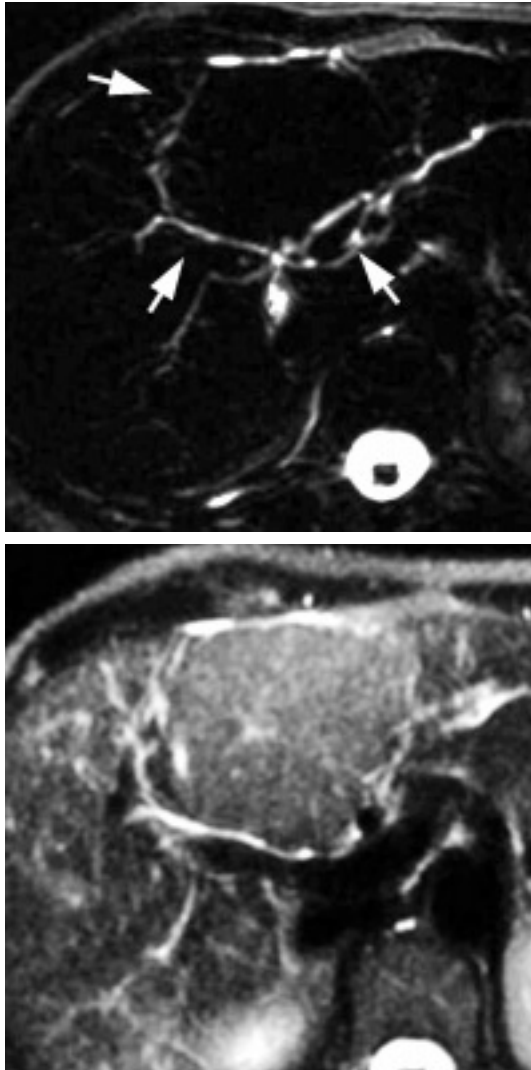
A : CP-IRM : hyperplasie nodulaire et focale (HNF) : encorbellement des VBIH (flèches), (séquence SS-FSE, coupe axiale de 20 mm d'épaisseur, TE eff 800 msec).
